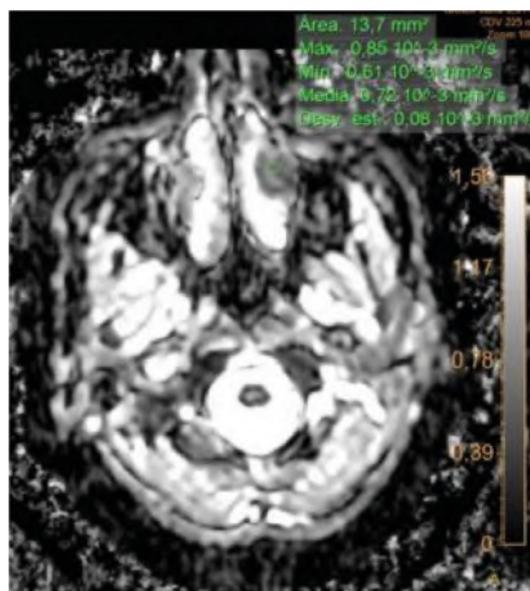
Imagen de RMN axial con secuencia de difusión y valor de ADC.
